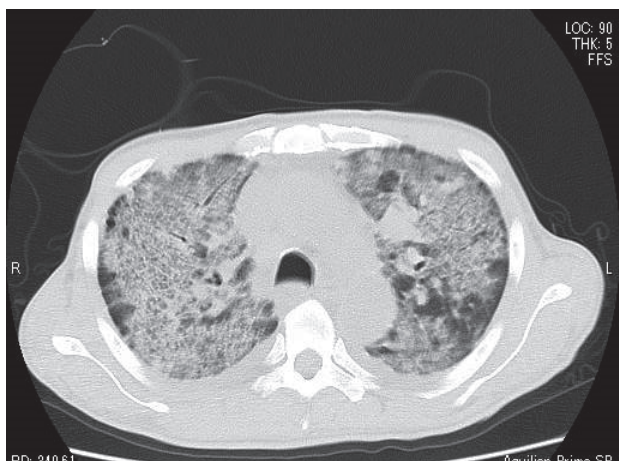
Chest CT showing ground-glass attenuation, air space consolidation and thickening of the interlobular septa
